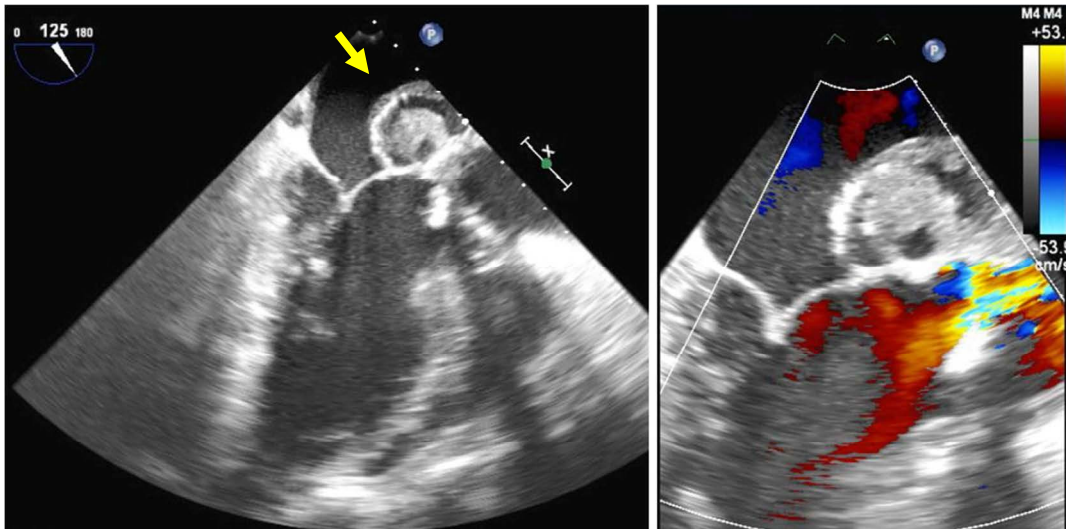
Imagen de ecocardiografía transesofágica en la que se aprecia un absceso a nivel de la unión mitro-aórtica. En la imagen de la izquierda se observa la cavidad anecoica con material purulento en su interior (flecha), mientras que a la derecha se muestra un plano similar con Doppler-color que revela la ausencia de flujo en el interior de la cavidad
